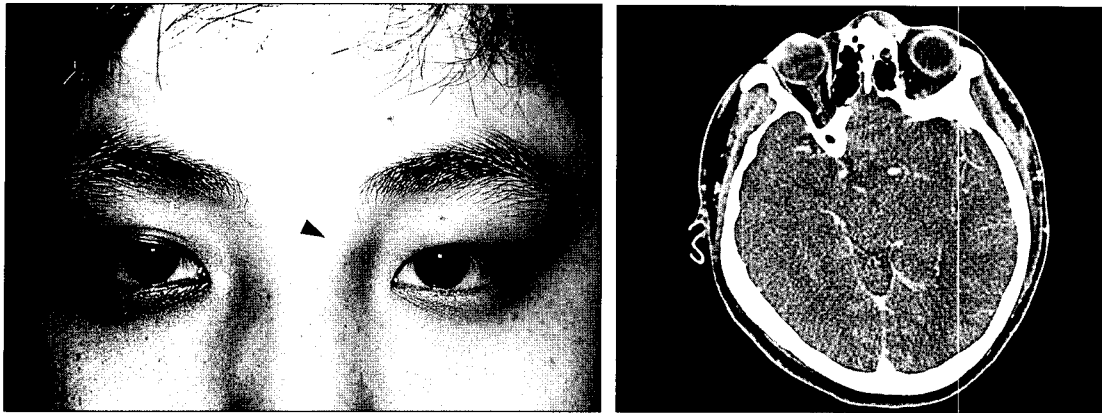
(Left) Pre-operative view. A mass is observed at the left side nasal root area(arrow head). (Right) CT finding. A mass with ill-defining margin is located between left side nasal bone and nasal process of frontal bone.
